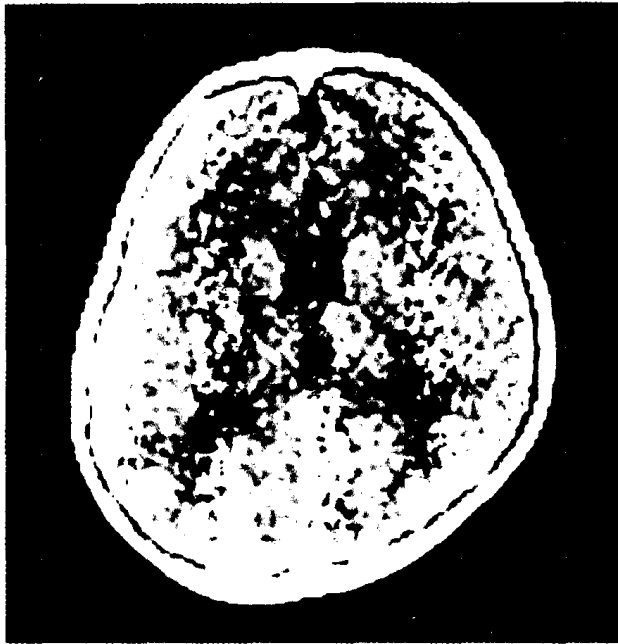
巨脑的 CT 扫描, 表现为无脑室扩张的头颅增大
